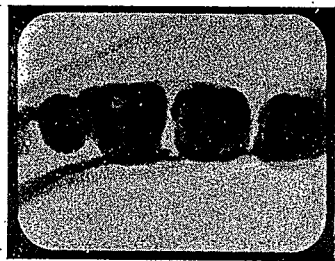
Radiografía oclusal del lado derecho del maxilar nº 65.444.
